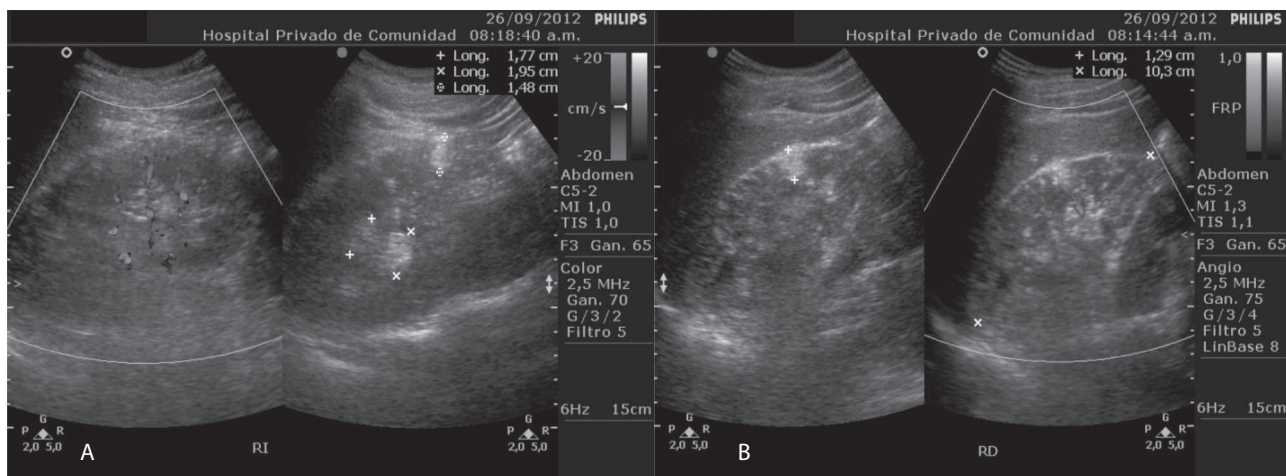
Ecografía abdominal. Corte transversal de ambos riñones. Se visualizan varias imágenes redondeadas, ecogénicas de 1,2 cm a 1,9 cm dispersas por ambos parénquimas renales compatibles con angiomiolipomas.
